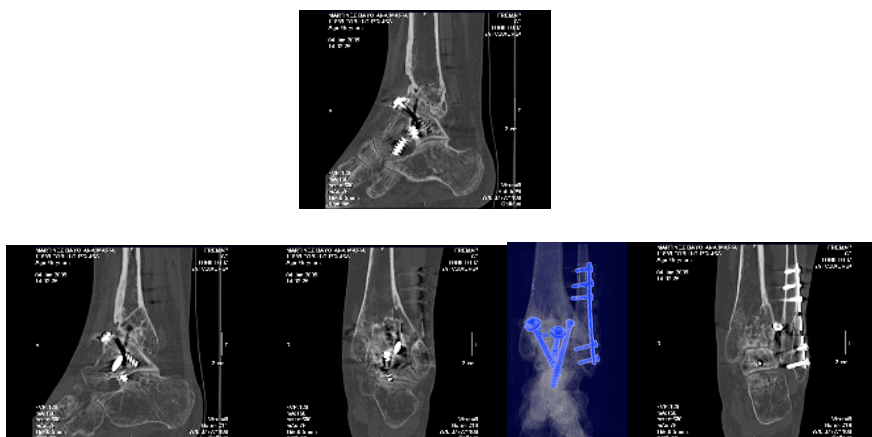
TAC. Artrodesis tibio-talo-calcánea completa sin focos de osteolisis en los tornillos. fractura consolidada de maleolo peroneal. Pinzamiento articulación subastragalina posterior.
